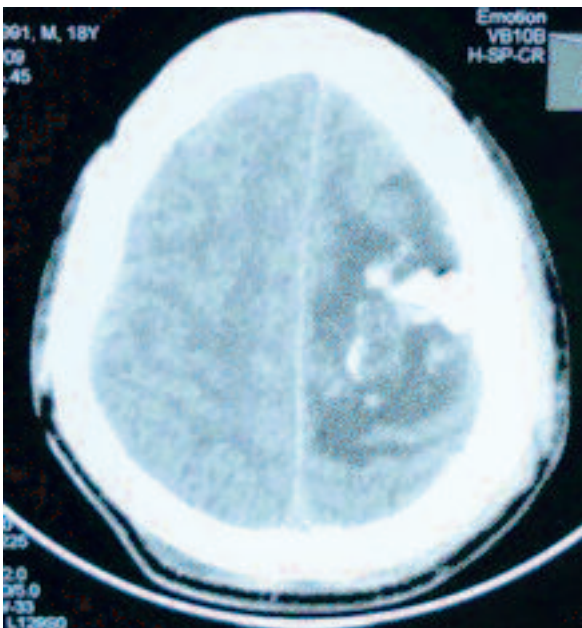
TDM cérébrale : sequestre osseux intraparenchymateux embarrure associée une contusion hémorragique à un œdème périlesionnel et à pneumocéphalie chez un patient de 18 ans victime d'un TCE (coup de râteau)
